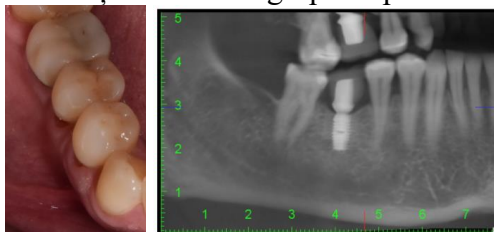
Aspect intraoral și o imagine a CBCT-ului pacientei
